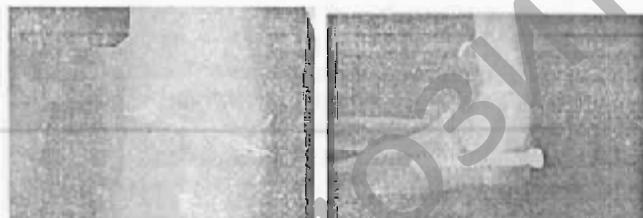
Рентгенограммы пациентки Г., 80 лет, от 21.08.2001 года перед удалением фиксаторов (3 месяца после остеосинтеза). Полная консолидация переломов
